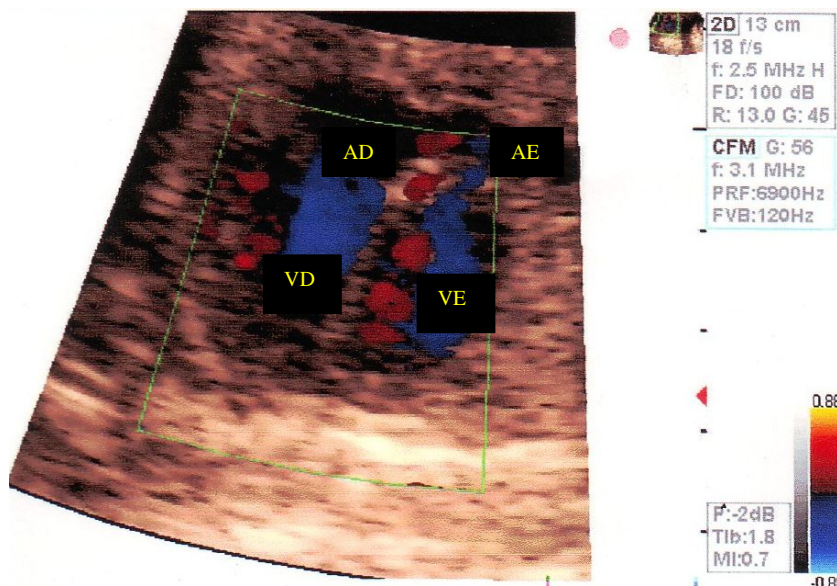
Corte de quatro câmaras do coração fetal ao Doppler a cores.
